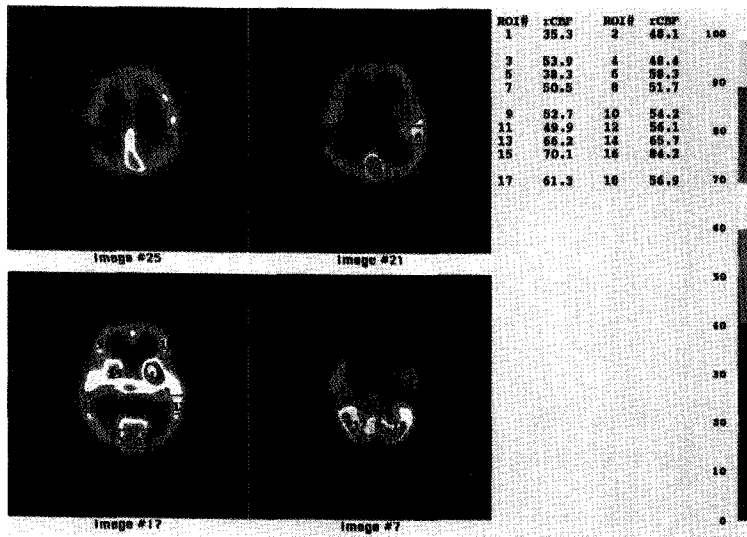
Five days after the initial PET scan, Tc-99m ECD SPECT was performed and it shows abnormal increase of regional cerebral blood flow in bilateral basal ganglia, especially the left side. But right superior parietal cortex shows focal hypoperfusion. Note no abnormally increased perfusion of bilateral primary motor cortex.
